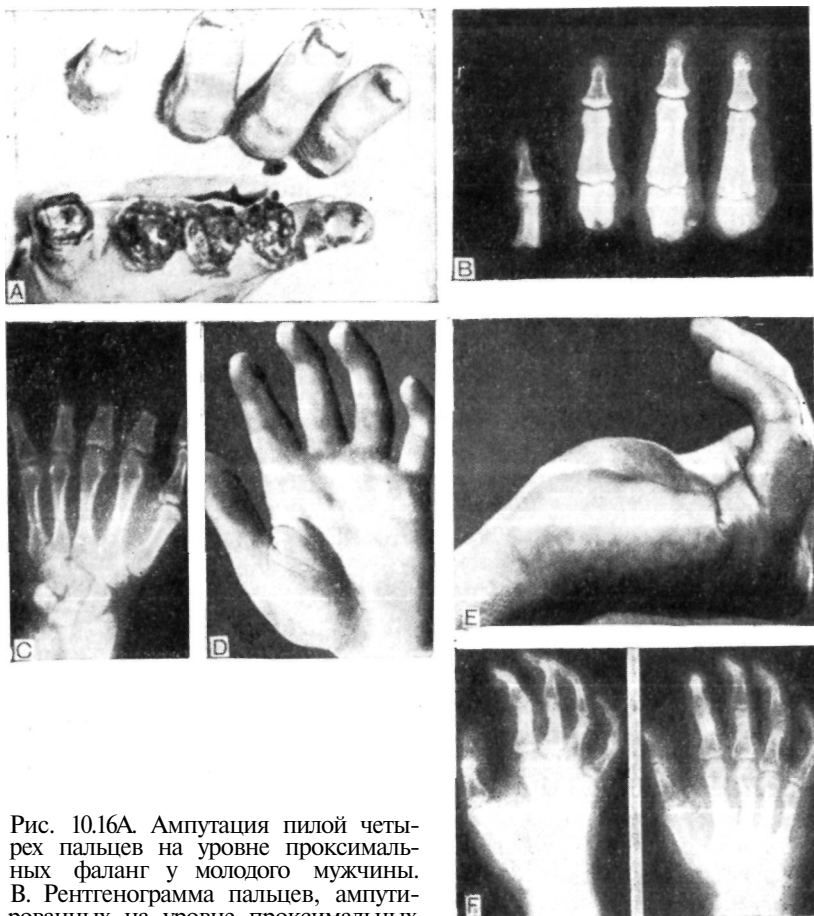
16А. Ампутация пилой четырех пальцев на уровне проксимальных фаланг у молодого мужчины. В. Рентгенограмма пальцев, ампутированных на уровне проксимальных фаланг.
